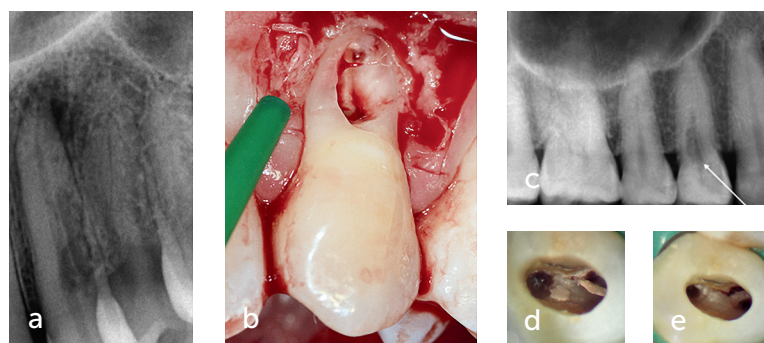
(a) Radiografía de una reabsorción radicular externa en el diente 23. (b) Vista intraoperatoria de la reabsorción radicular externa en el diente 23. (c) Radiografía de una reabsorción interna en el diente 14. (d) Vista intraoperatoria de la cámara pulpar antes de la detersión. (e) Vista de la reabsorción interna tras la detersión de la cámara pulpar.
